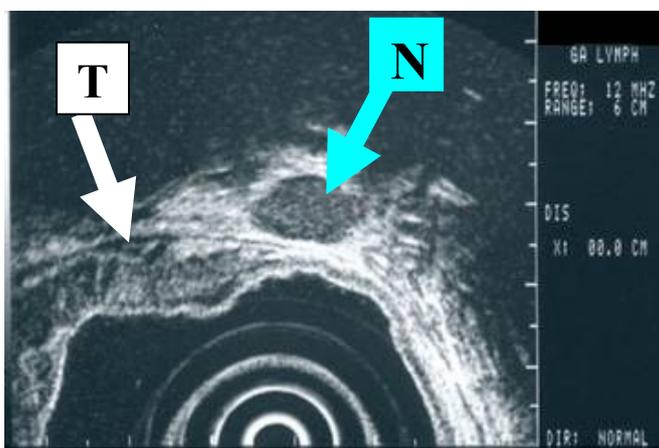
Examen ultrasonografic pe cale endoscopică. Se remarcă stratigrafia esofagiană cu prezența unei formațiuni tumorale ce invadează adventicea (T) și prezența unei adenopatii periesofagiene (N) (colecția clinicii).
